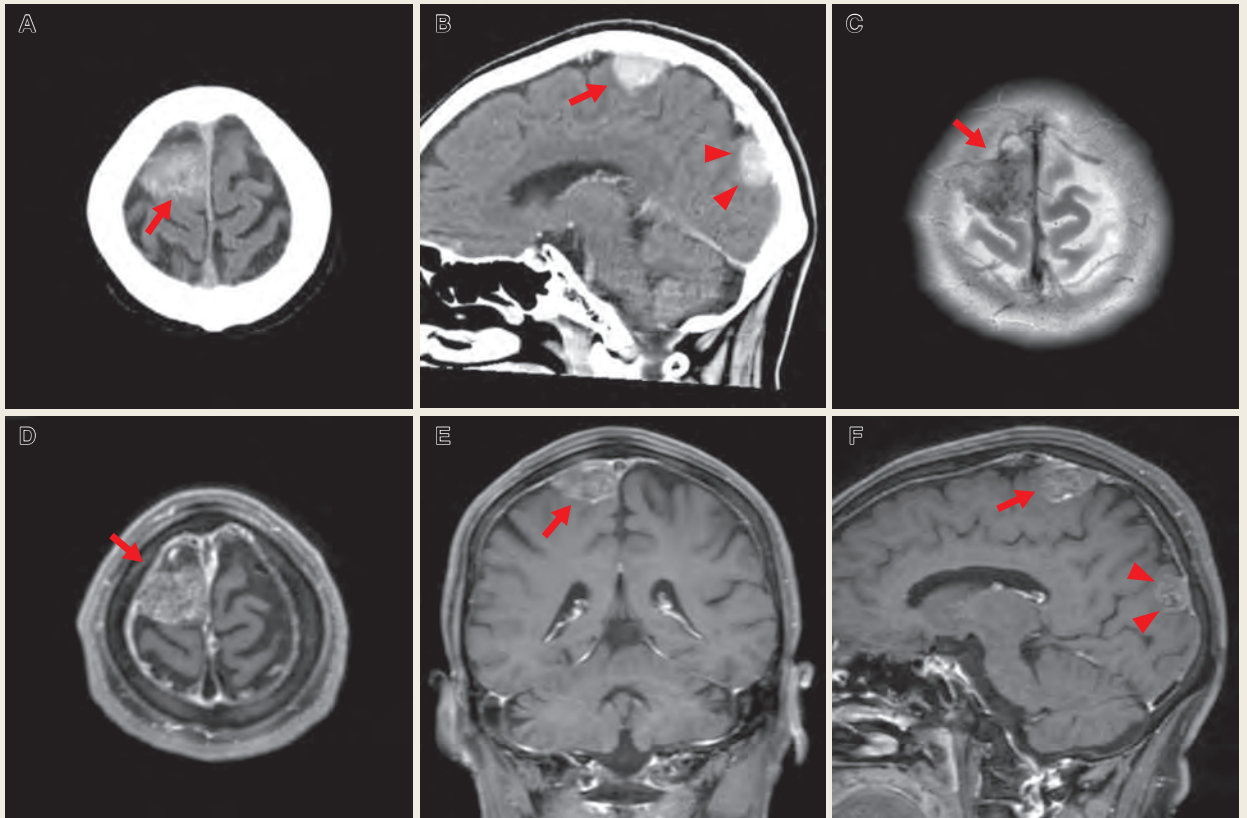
Computed tomographic (CT) scans and magnetic resonance images (MRIs) of the brain on admission
